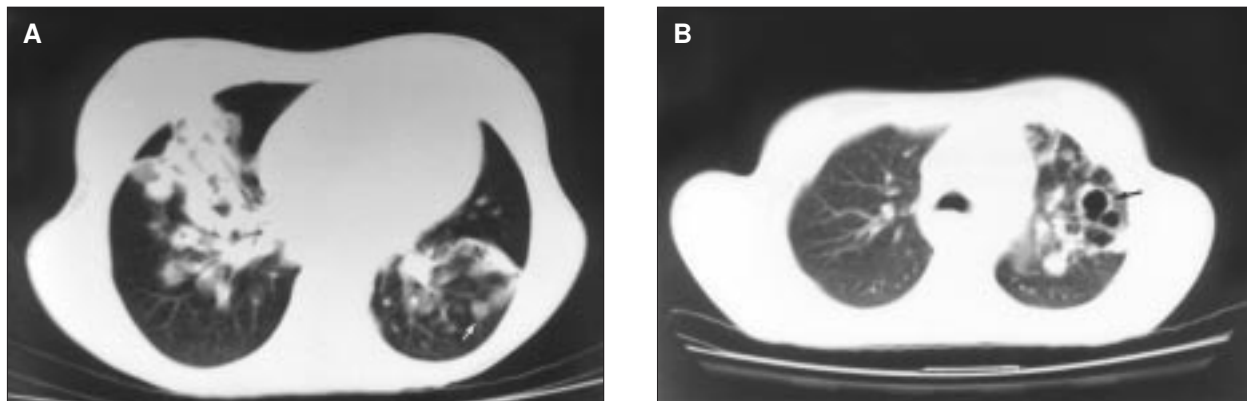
A) TC de tórax (ventana de pulmón). Condensación con broncograma aéreo en su interior, localizada en lóbulo medio. Nódulo en lóbulo inferior izquierdo (flecha). B) TC de tórax (ventana de pulmón). Infiltrados nodulares en lóbulo superior izquierdo asociados a cavitación (flecha).
